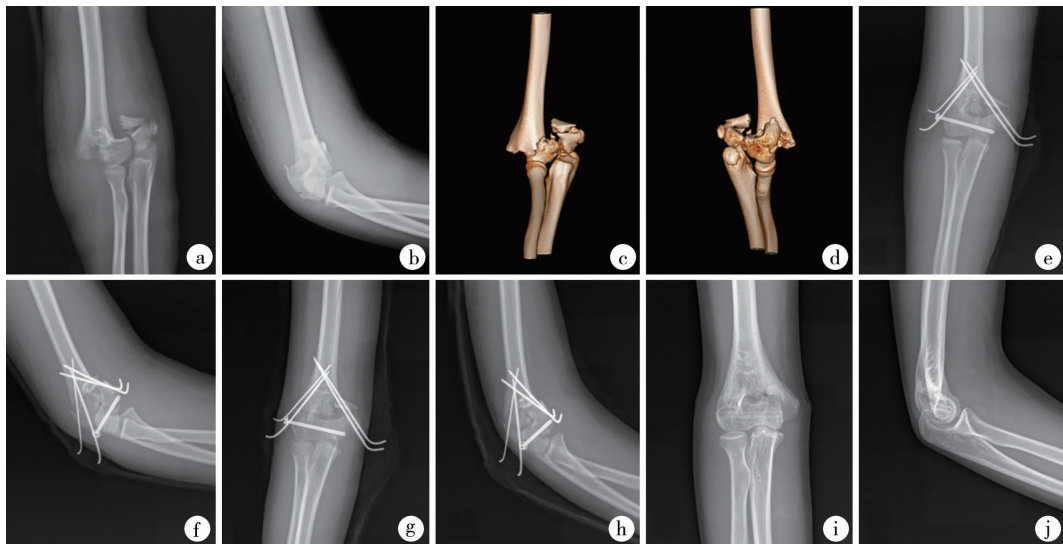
12岁男性患儿,右肱骨髁间T型骨折(病例6) 注 a~d:术前肘部X线片及三维CT图;e~f:术后第1天肘部X线片;g~h:术后1个月肘部X线片;i~j:术后6个月取出空心钉肘部X线片
